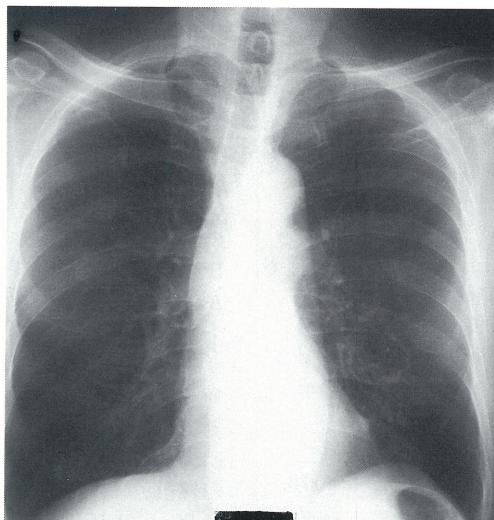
Chest roentgenogram taken by eight month before admission, also showing thin-walled cavity in the same area
